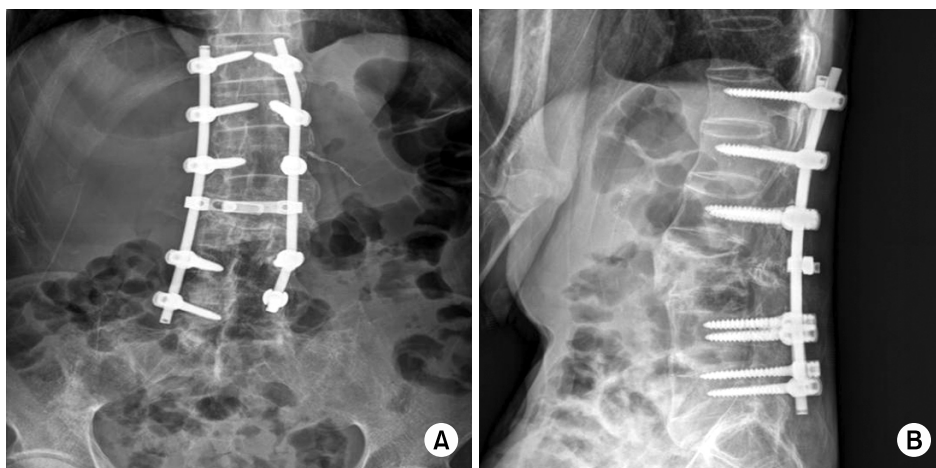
(A, B) At a post-operative 12 months, anteroposterior and lateral plain X-ray show reduced kyphosis and fracture.
